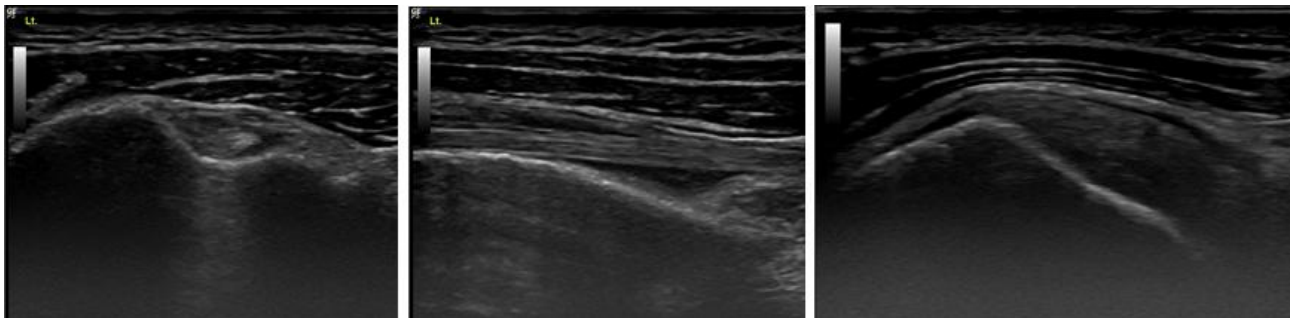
Ultrasound images of biceps tendinitis.
